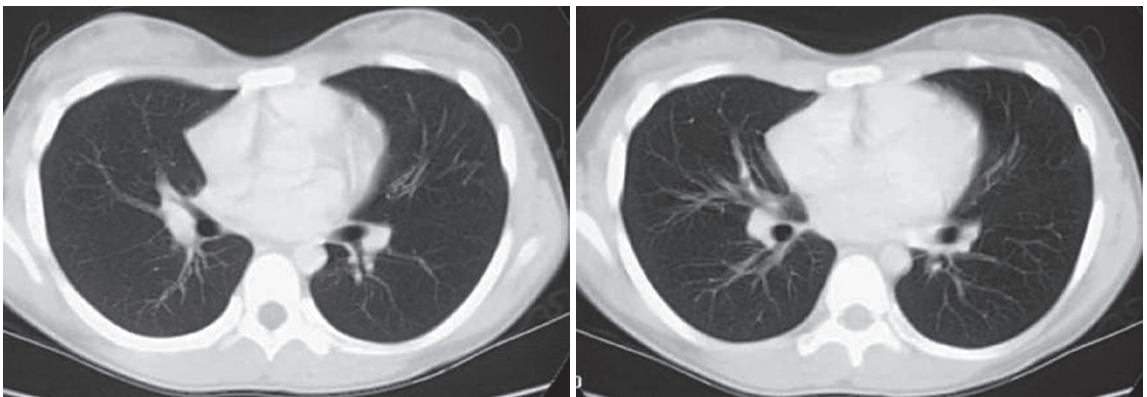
胸部CT；Fig.16の12歳女児
